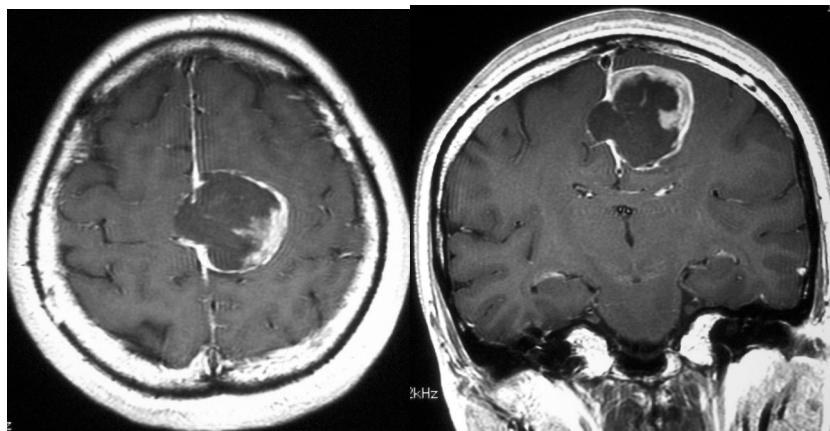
塞栓術後造影MRI。左：axial view, 右：coronal view。腫瘍内部は造影されなくなっている。
